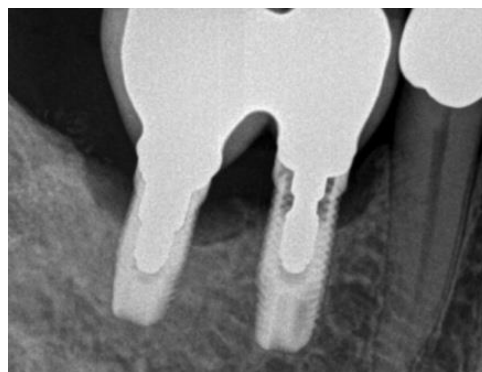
Immagine radiografica di riassorbimento osseo perimplantare (perimplantite).
